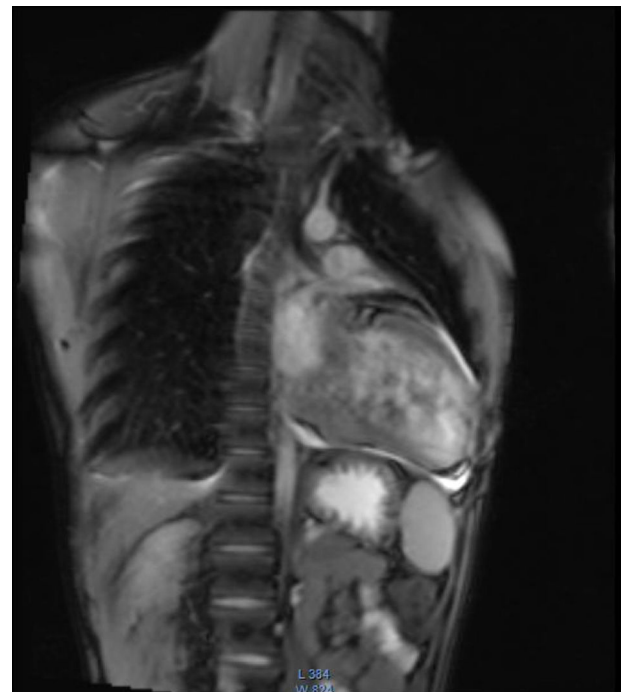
Resonancia nuclear magnética contrastada de corazón, vista AP.
